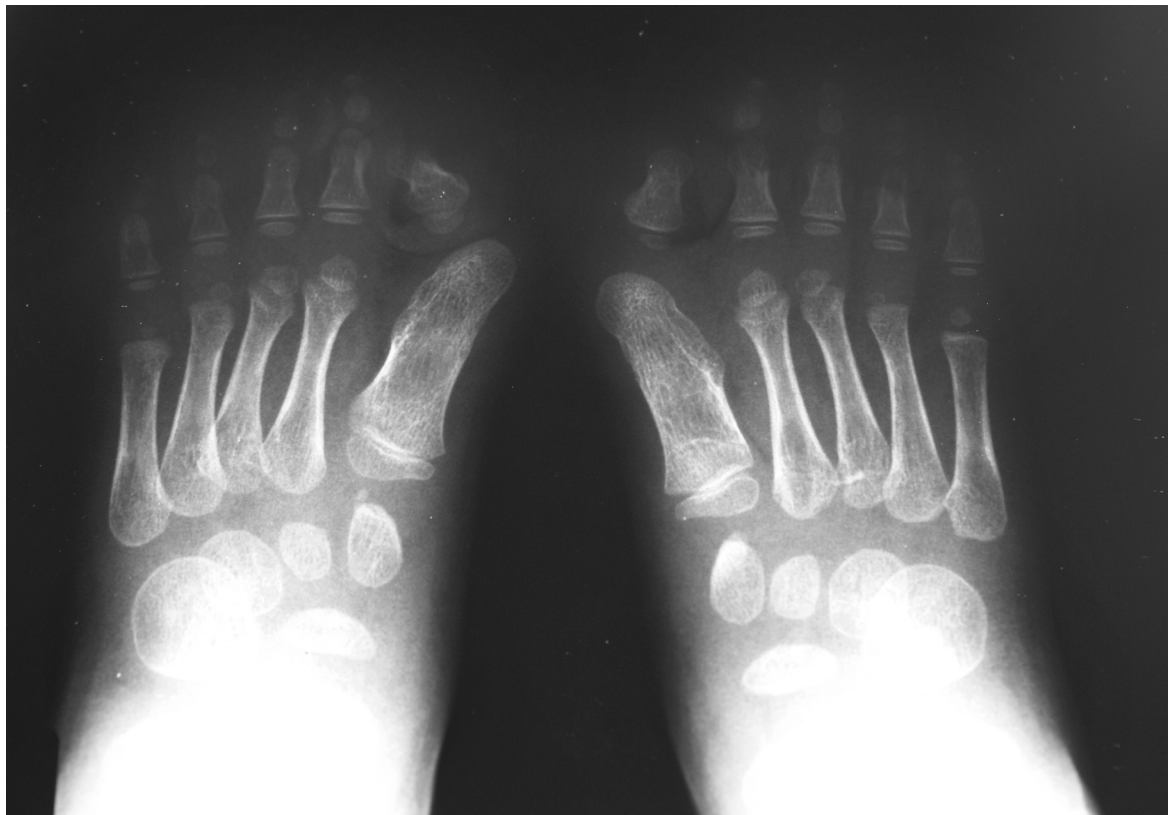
a.-p.-Röntgen beider Füße mit monophalangealen Großzehen und valgischer Großzehendeformation.
